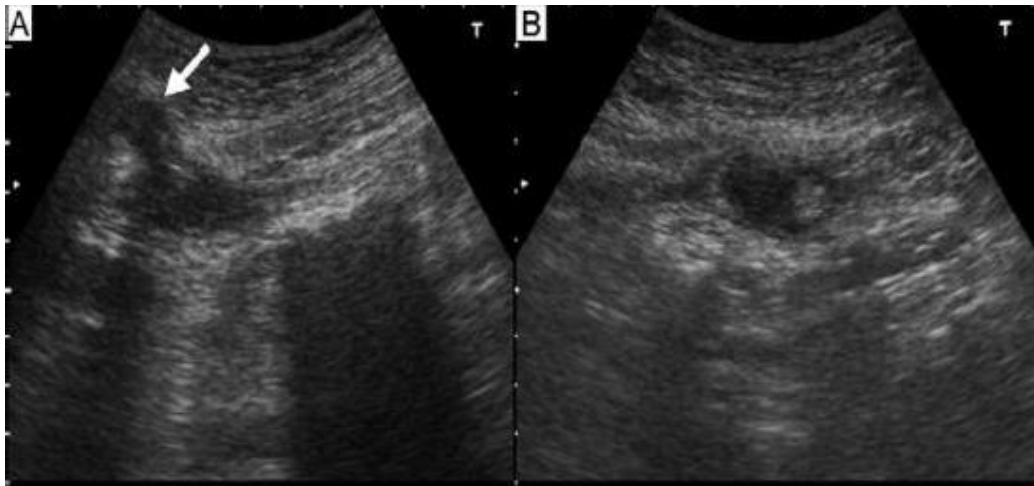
Coupe échographique longitudinale objectivant une image hypoéchogène communiquant avec la vessie (la flèche) (A) à contenu hétérogène située entre le péritoine et la couche musculaire de la paroi abdominale en coupe transversale (B) .
